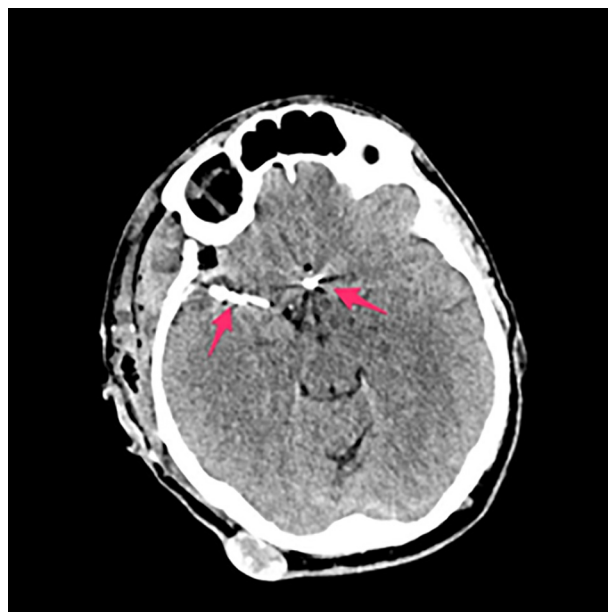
КТ-грамма пациента С. после операции: стрелками указаны клипсы на аневризме передней соединительной артерии и правой средней мозговой артерии
